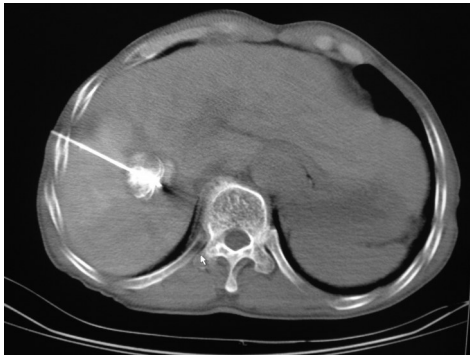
CT引导下穿刺,CT平扫显示主针穿刺通路及子针完全在有少量碘油沉积的病灶内
